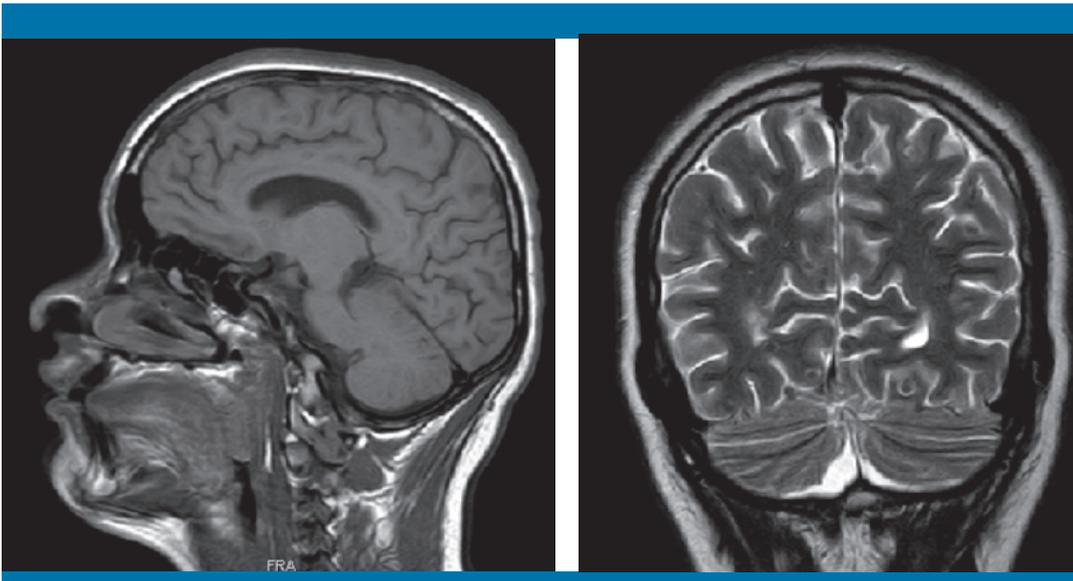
RM de control realizada a los 2 meses, que muestra la evolución de la práctica totalidad de las lesiones a un estadio nodular granulomatoso/calcificado
